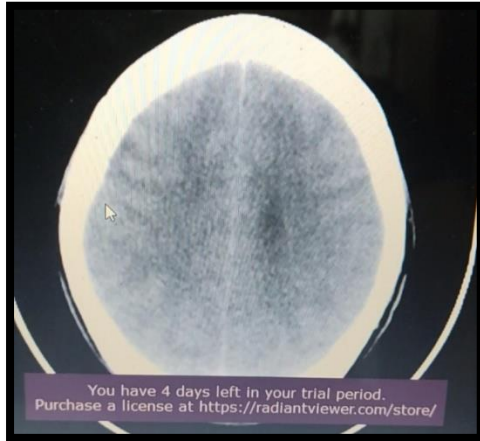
Tomografía de cráneo simple. Borramiento de profundidad de surcos y cisuras.
